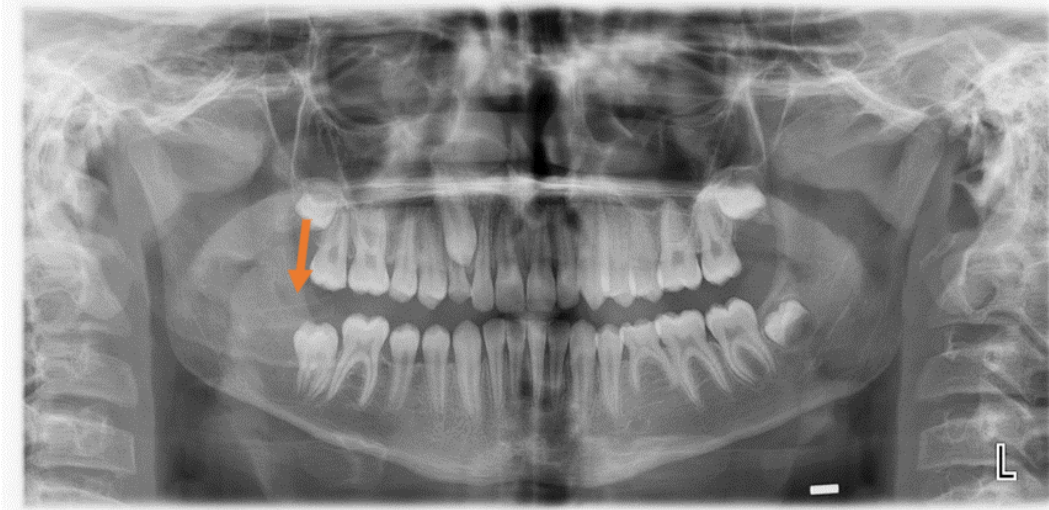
Dekompresyon sonrası yapılan nihai cerrahi tedavinin ardından alınan panoramik radyografisi görüntüsü.
